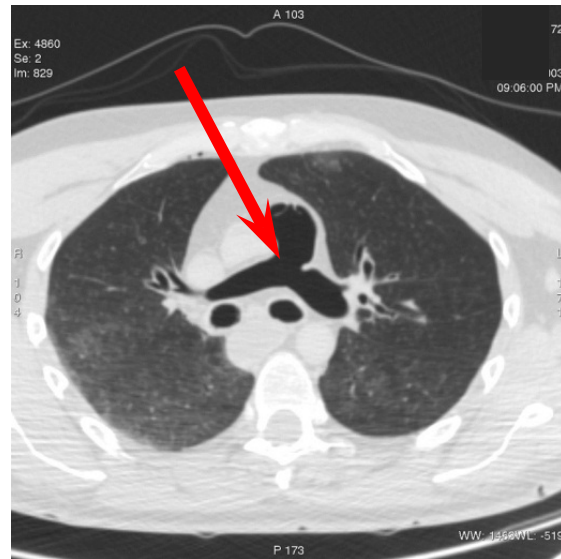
Nachweis einer Luftembolie durch CT
